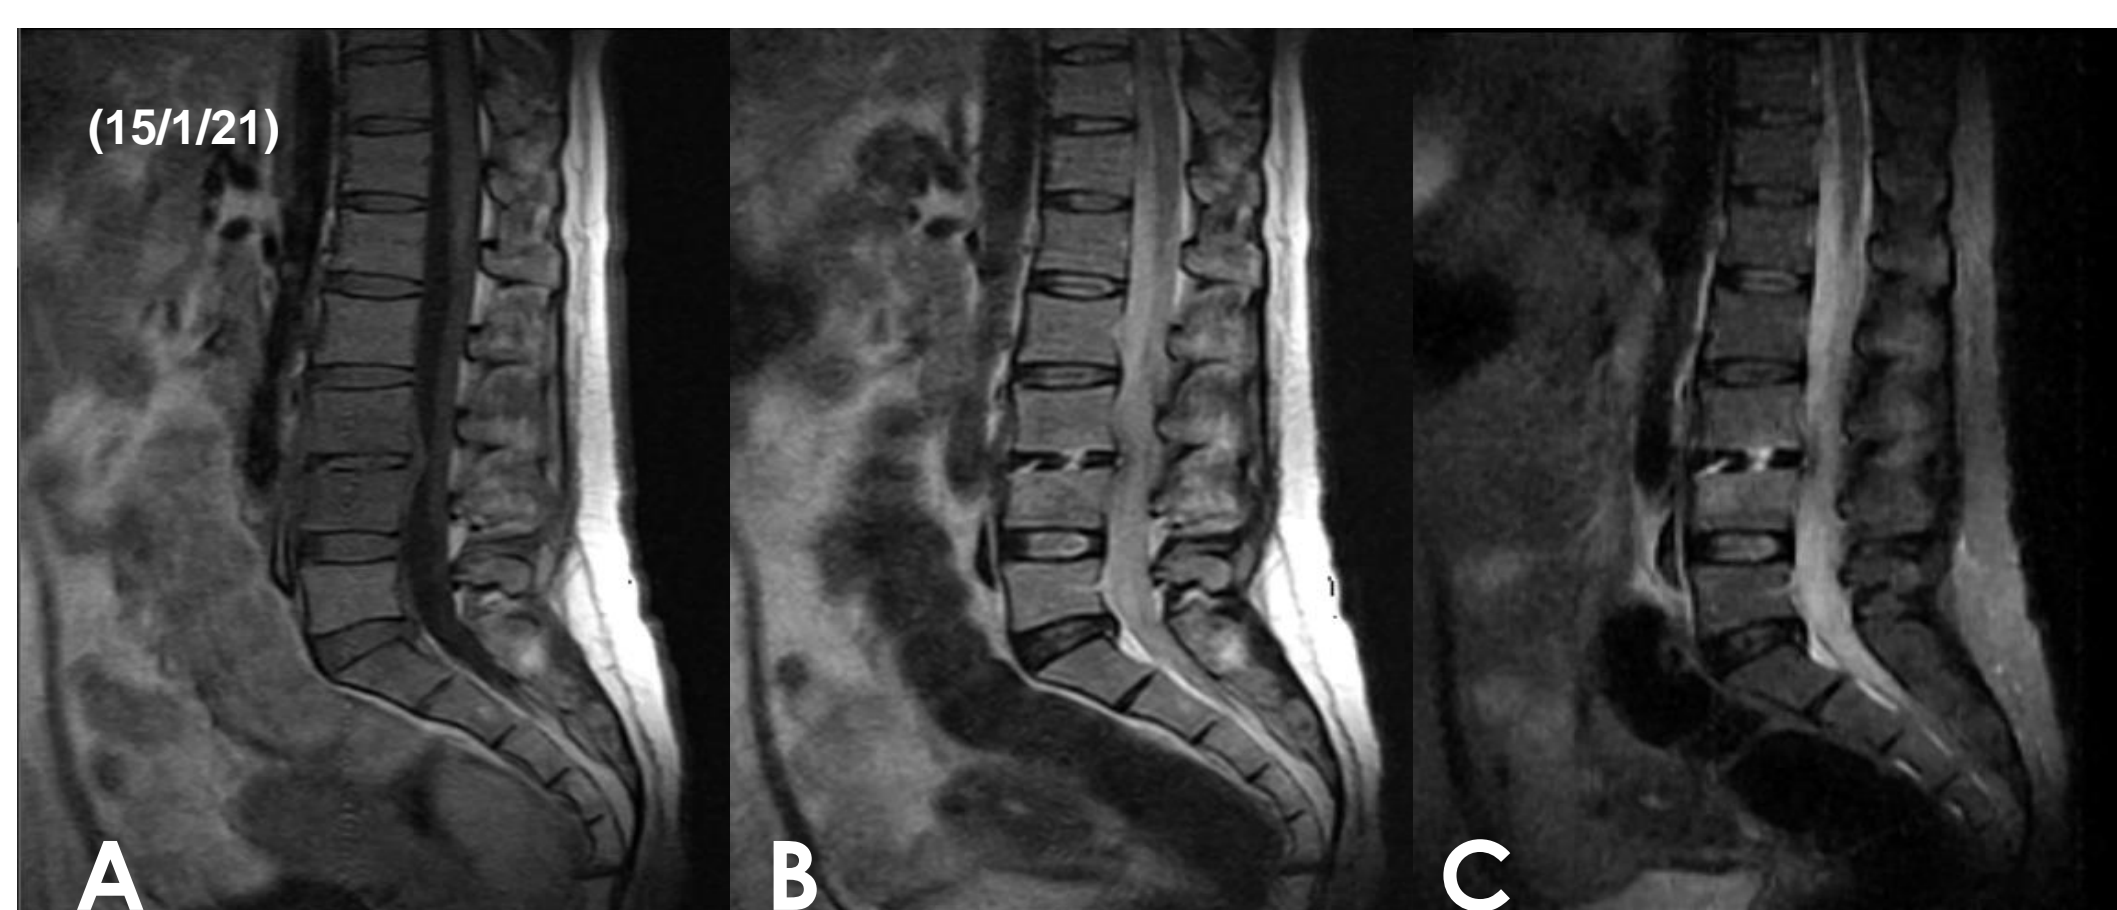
RMN COL. LS S/C Corte Sagital. A) Protocolo T1: se evidencia hipointensidad en platillo inferior de L3 y superior de L4. B y C) Protocolo T2 y Flair: se evidencia Imagen hiperintensa en platillo inferior de L3 y superior de L4.
